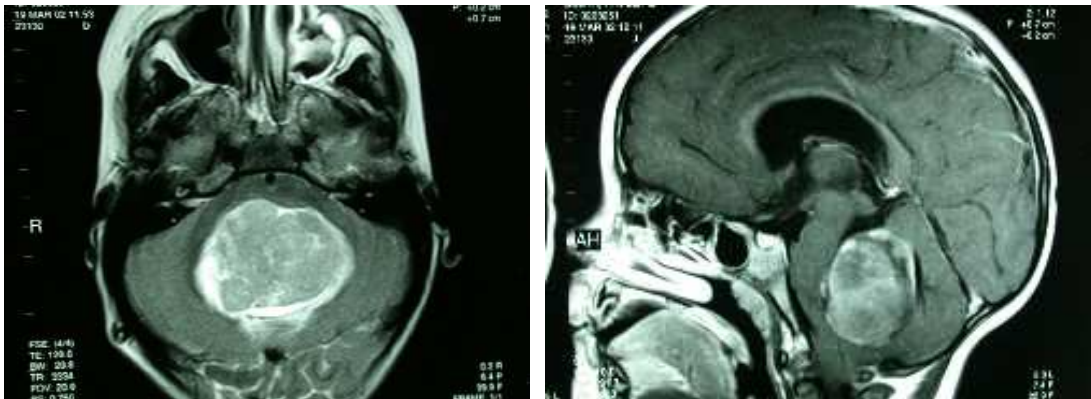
Corte axial e corte sagital de ressonância magnética evidenciando lesão expansiva de fossa posterior compatível com meduloblastoma (confirmado após cirurgia)
